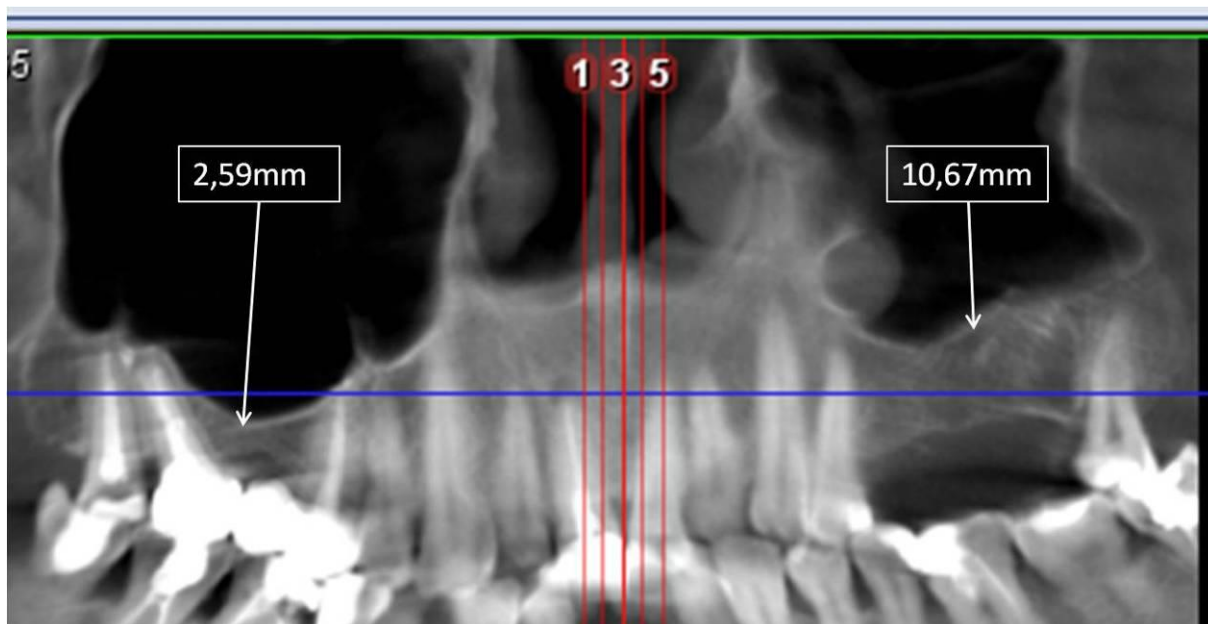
13. B, 46 ani. Fragment din CBCT. Dintele 16 extras 9 ani anterior, resorbție masivă a planșeului SM din superior și mai puțin pronunțată a apofizei alveolare, înălțimea ORS – 2,59mm. Doi ani după extracția dinților 2.5,2.6,2.7 – a demarat resorbția osului subantral.
